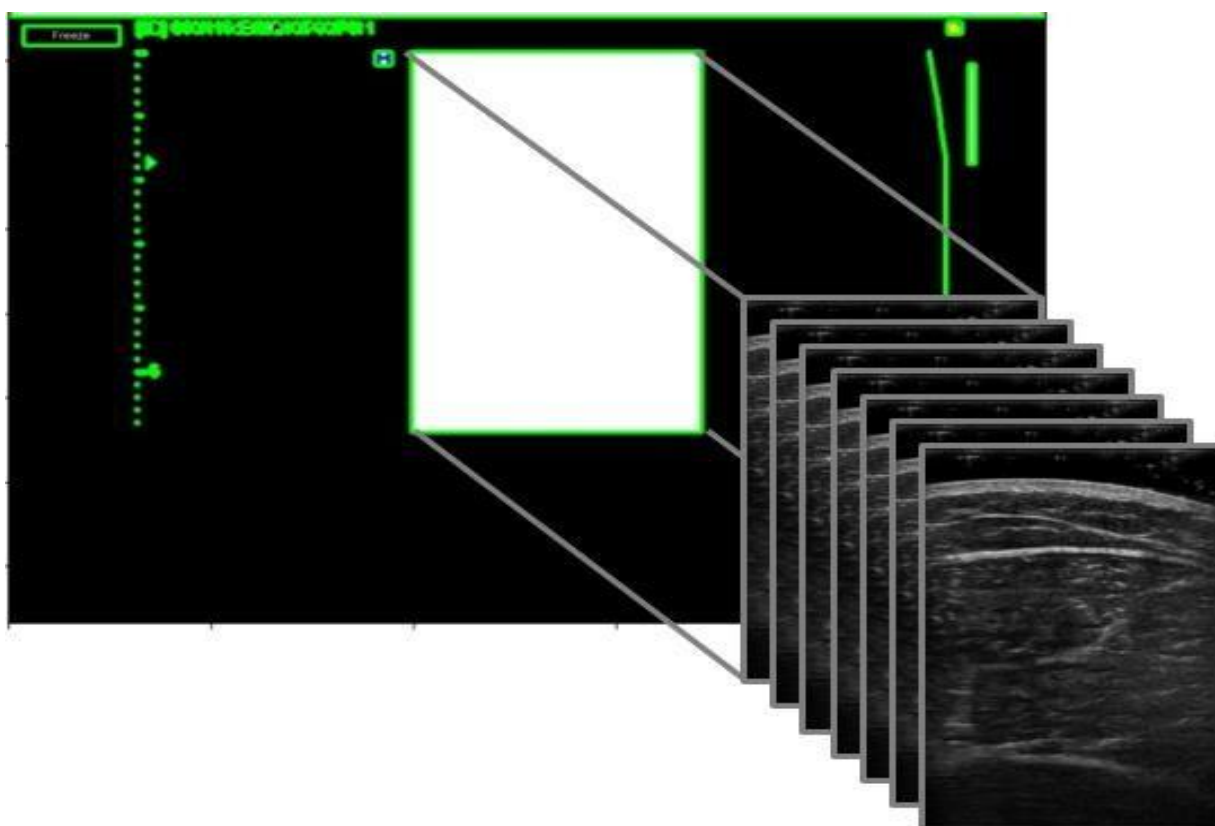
Imagem representativa da interface do *software* do equipamento de ultrassonografia (US). Representação do corte automatizado para múltiplas seqüências de imagens de uma só vez.
